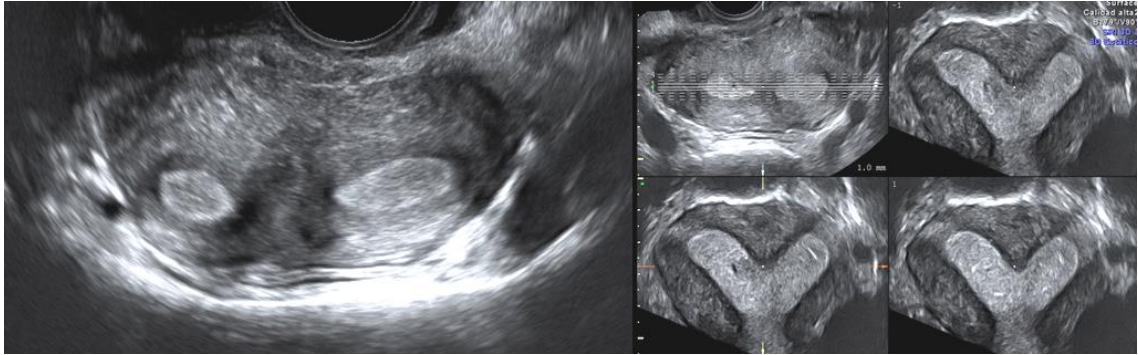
A la izquierda ecografía 2D donde se sospecha malformación uterina pero resulta imposible diferenciar un útero subsepto de un bicorne. A la derecha la reconstrucción 3D confirma el diagnóstico de útero subsepto.
